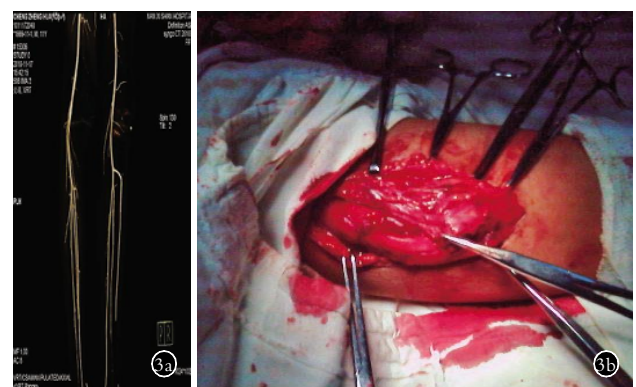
男,11 岁,左股内侧肌远端肌内血管瘤 3a. CTA 图 3b. 术中所见
